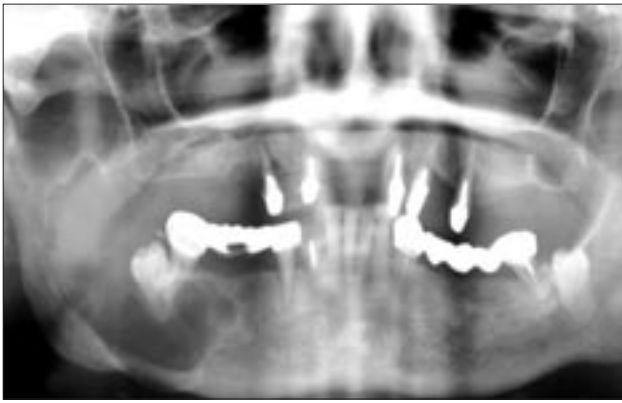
Ортопантомограмма. Определяется киста тела и ветви нижней челюсти справа, отсутствуют данные о вестибулолингвальном распространении образования, сохранности кортикальных пластинок, стенок нижнечелюстного канала.
